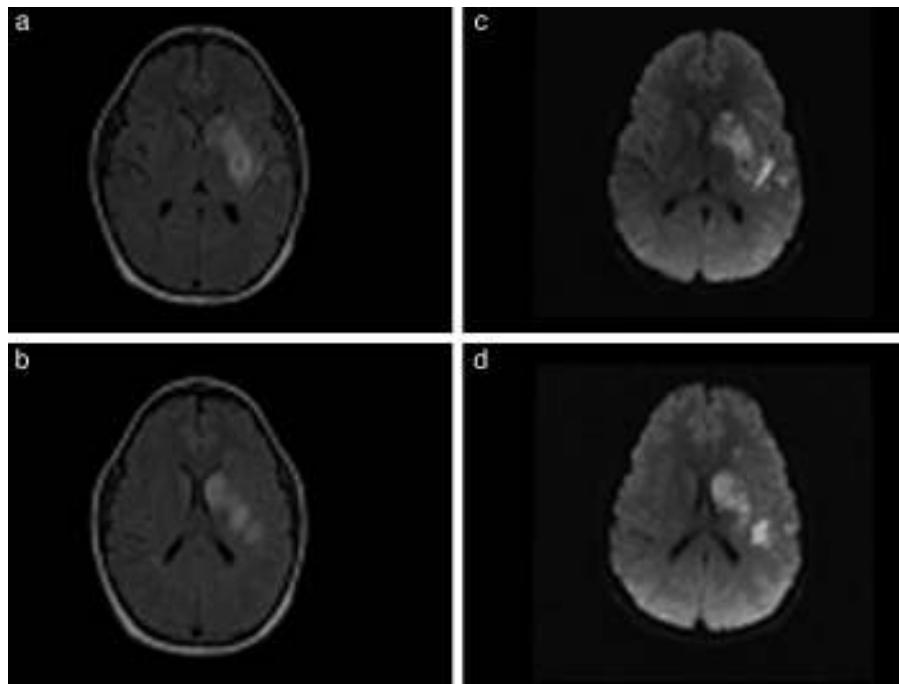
RM de encéfalo. Se evidencia lesión hiperintensa en secuencia de FLAIR (a y b) con restricción de señal en secuencia de difusión (c y d) en territorio de la arteria cerebral media izquierda (M1), compatible con infarto cerebral estadio agudo/subagudo asociado a un pequeño foco de transformación hemorrágica en el brazo posterior de cápsula interna izquierda.
